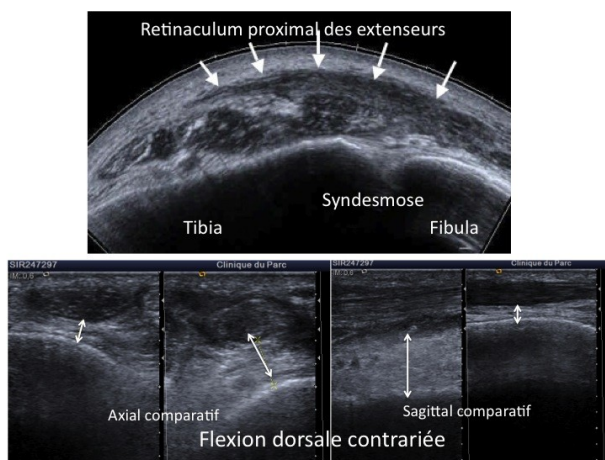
tableau d'entorse latérale associée à des douleurs et une tuméfaction du coup de pied. L'échographie montre une atteinte du rétinaculum proximal des extenseurs qui est épaissi sur son versant latéral jusqu'à son insertion fibulaire. Il existe un décollement pathologique des tendons extenseurs du plan osseux en flexion dorsale contrariée par rapport au côté sain, en rapport avec la rupture de l'appareil rétinaculaire
